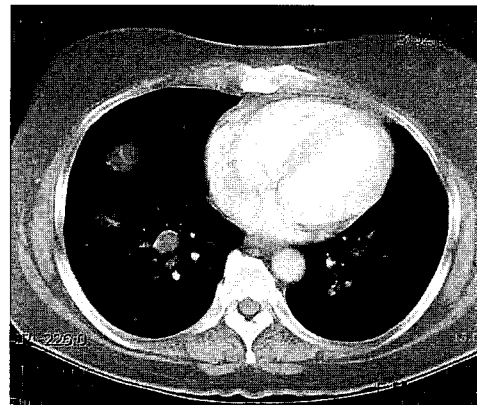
Well margined multiple masses present at both lungs on Chest computerized tomographic(CT) scanning.
